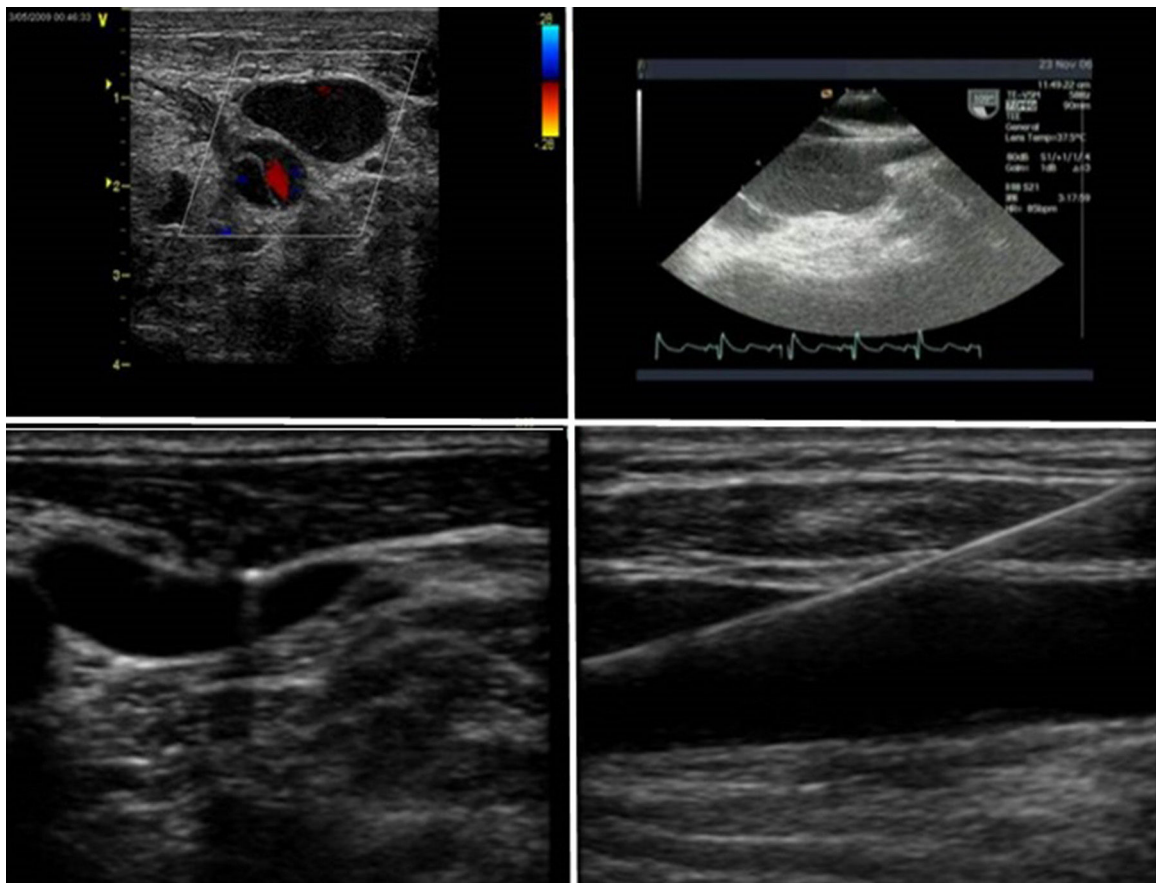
Ecografía de superficie en región cervical para la identificación de vena yugular interna derecha, y la introducción de guías para su canulación. En plano medioesofágico bicava se observa la guía introduciéndose en aurícula derecha.
